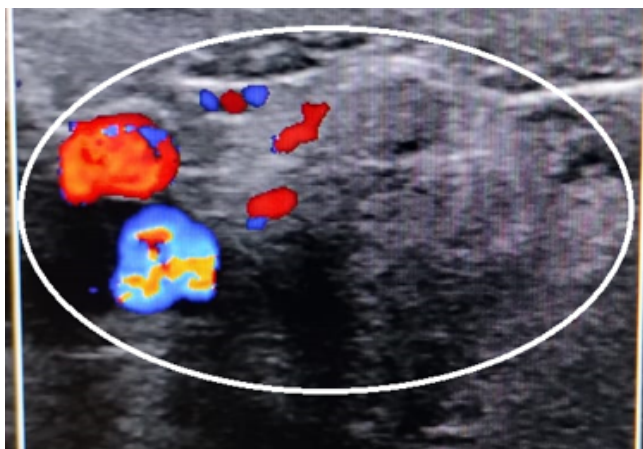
El estudio de ultrasonido. En la intersección de la fosa iliaca derecha y mesogastrio, muestra una imagen hipoeoica irregular, con estriación de los planos grasos adyacentes y escasa vascularidad periférica posterior a la aplicación Doppler color. Con un volumen de 12 cc. (Elipse de color blanco).
